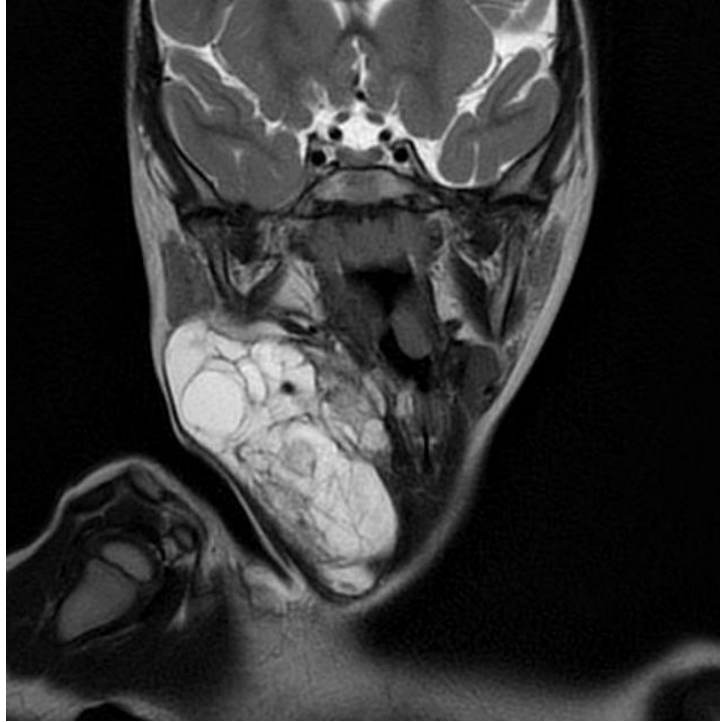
IRM cervicale de la même fille. La coupe axiale en séquence T2 montre les mêmes aspect et extensions mais en signal hyper intense[56].
